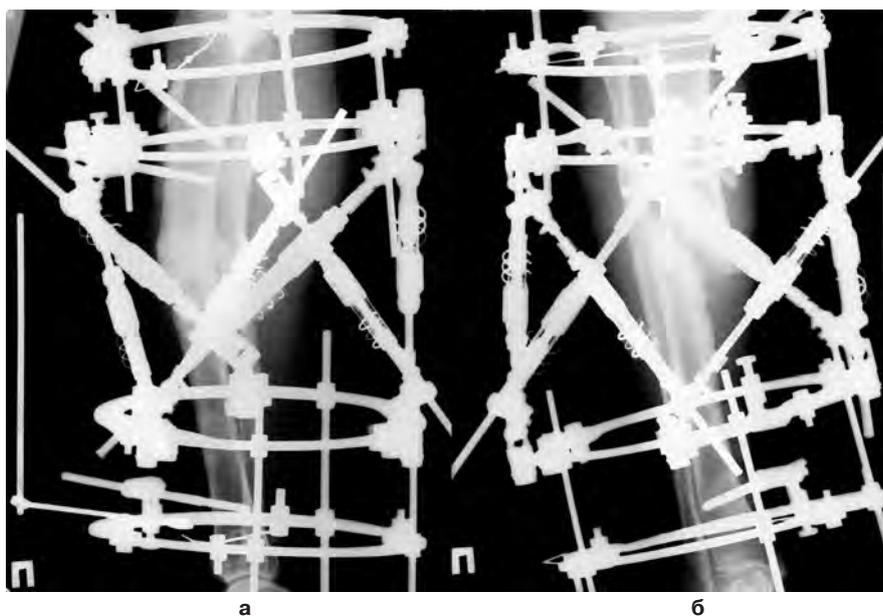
Рентгенограммы правой голени пациента Б. после операции: а – боковая проекция; б – прямая проекция.
